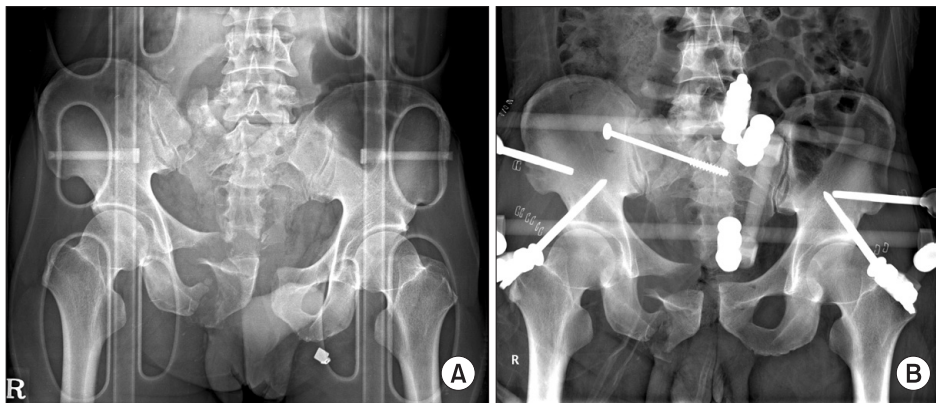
(A) Plain radiograph of a 42-year-old male shows vertical shear type of pelvic ring injury due to falling down from 9 meters high. Initial blood pressure was 79/33 mmHg at 30 minutes after trauma. (B) External fixation for anterior ring and percutaneous iliosacral screw fixation were done 5 hours after arrival and the vital sign was finally stabilized.
